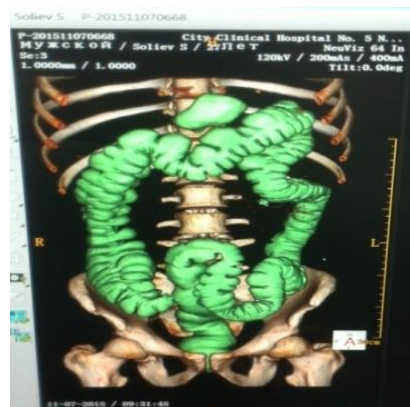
КТ- колонография, Долихосигма.
